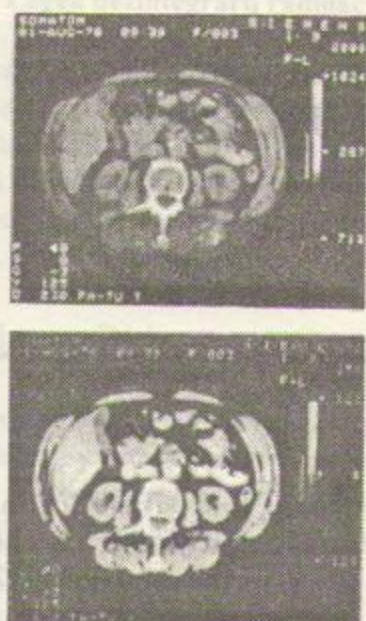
Imprăștierea peste imaginea inițială (sus) a unei secțiuni din scara numerelor CT (nuașelor de luminiozitate) reliefează organele puțin contrastante (ficat, rinichi, pancreas) (jos)
